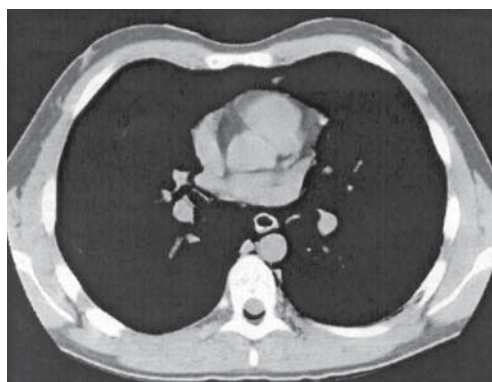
Спиральная КТ пациента с наличием газа в эпидуральном пространстве вследствие спонтанной эмфиземы средостения [516].
